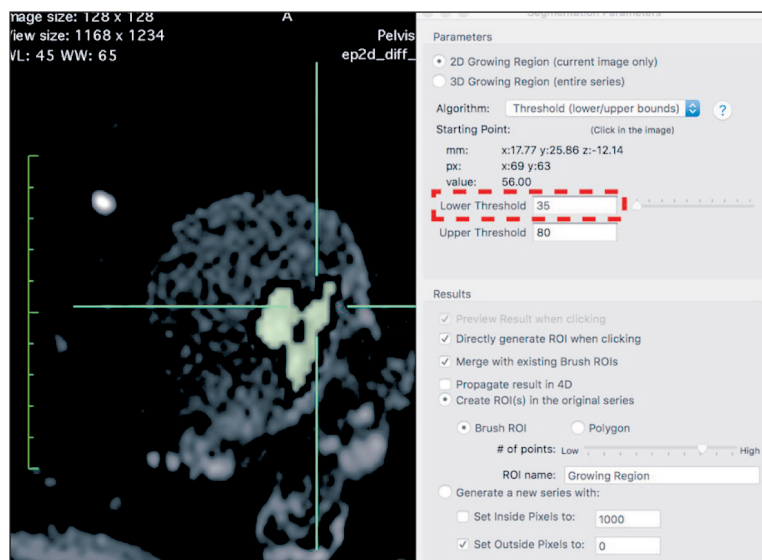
ДВИ в аксиальной плоскости при раке мочевого пузыря, DWI с b-фактором 800 с/мм². Выбор зон интереса (ROI) по контуру опухоли, при отсечении значений МР-сигнала меньше ее минимальной интенсивности (отмечена пунктирной рамкой)
